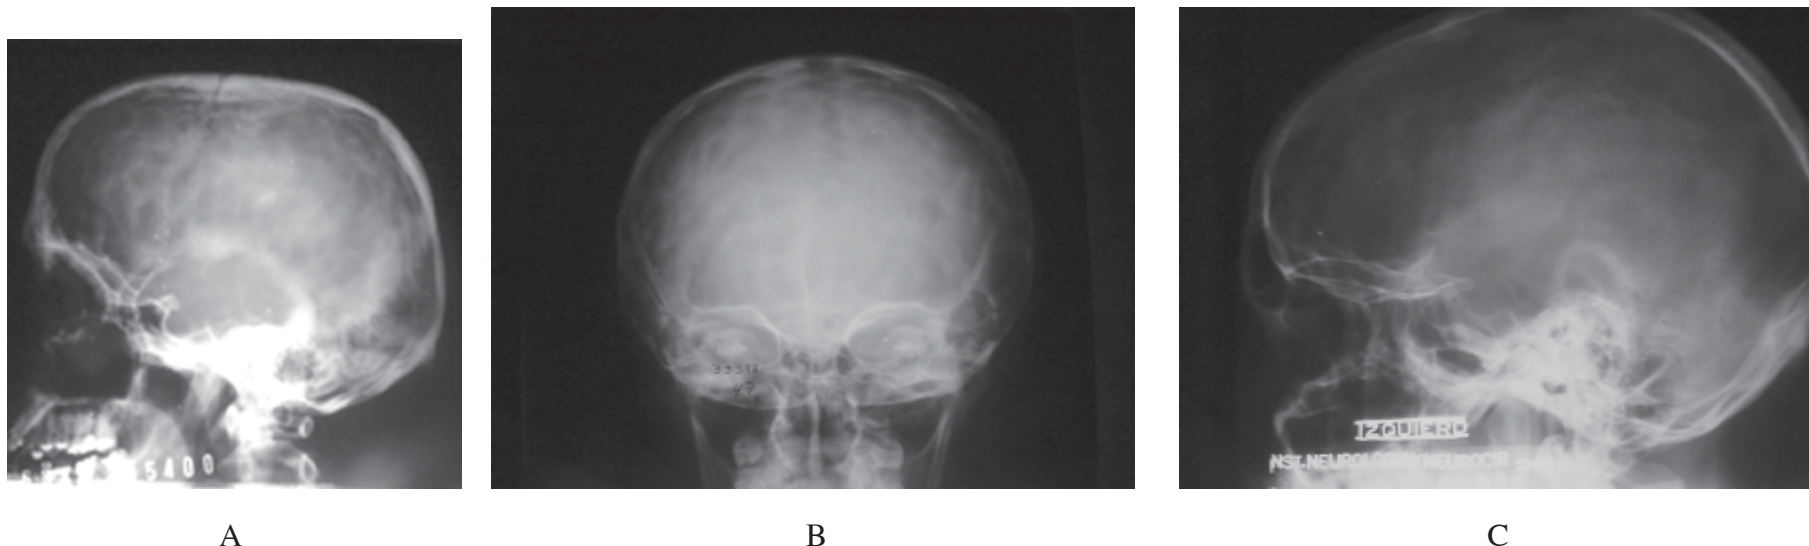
Radiografías de cráneo en la hipertensión endocraneana. A: aumento de las impresiones digitiformes; B: diastasis de las suturas; C: porosis del dorso sellar.
